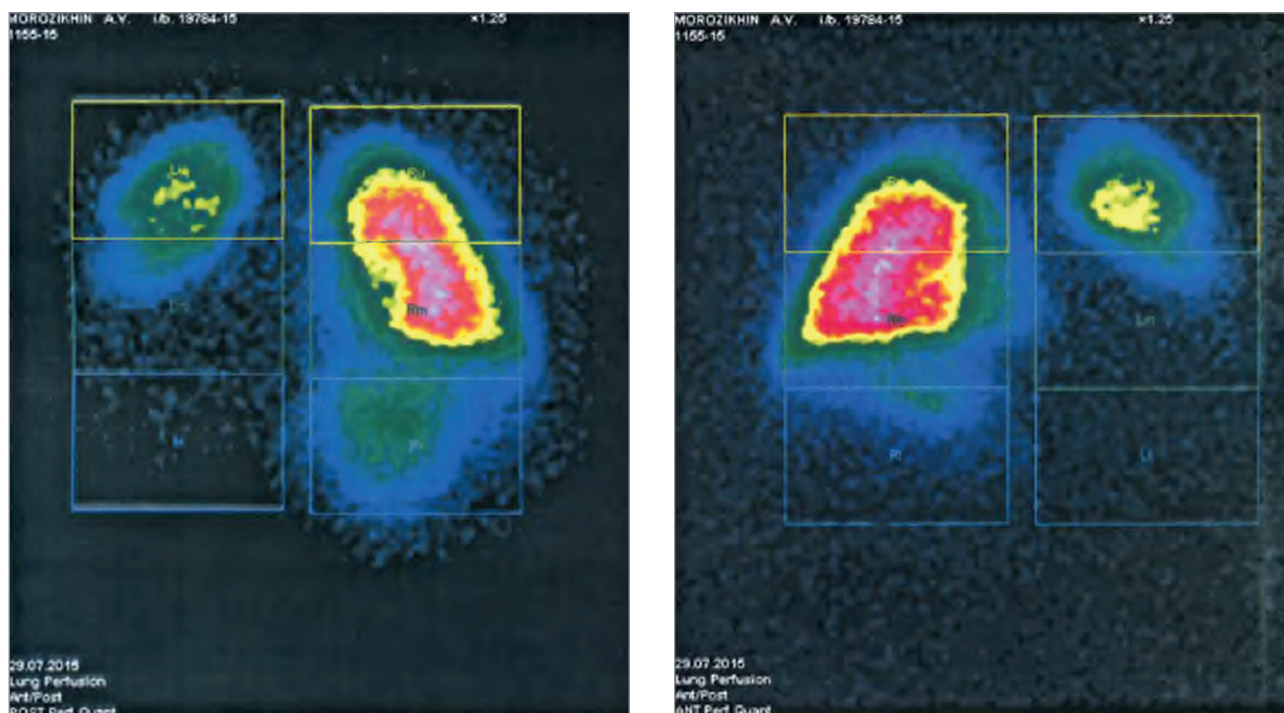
Нарушение микроциркуляции очагового характера в обоих легких; скintiграфические признаки двусторонней тромбоэмболии легочной артерии. Перфузионная скintiграфия легких (из архива М.В. Овчаровой)
